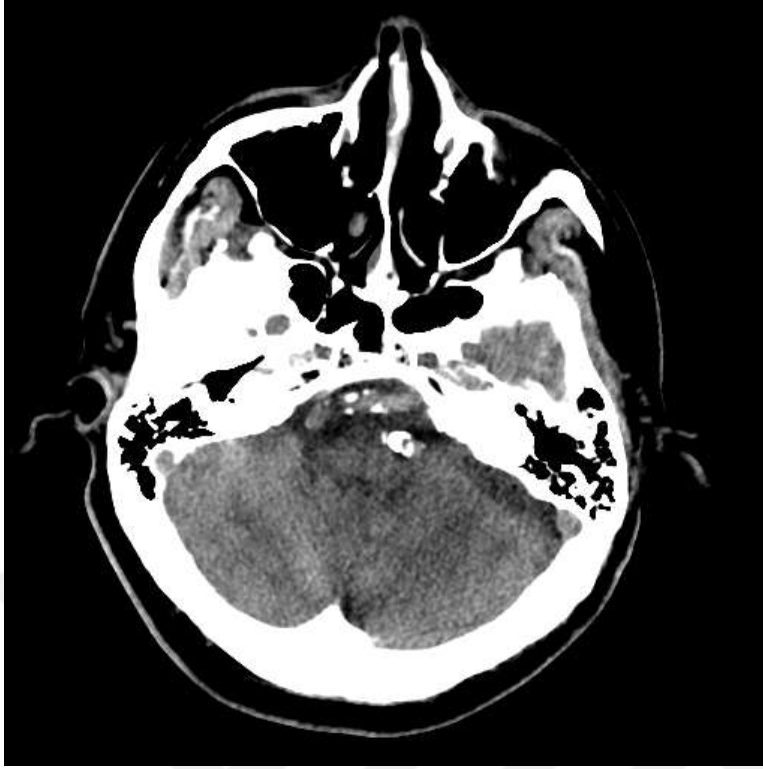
BABM ve BAU parametrelerinin BT anjiyografide ölçümü, a:BAU b:BABM
